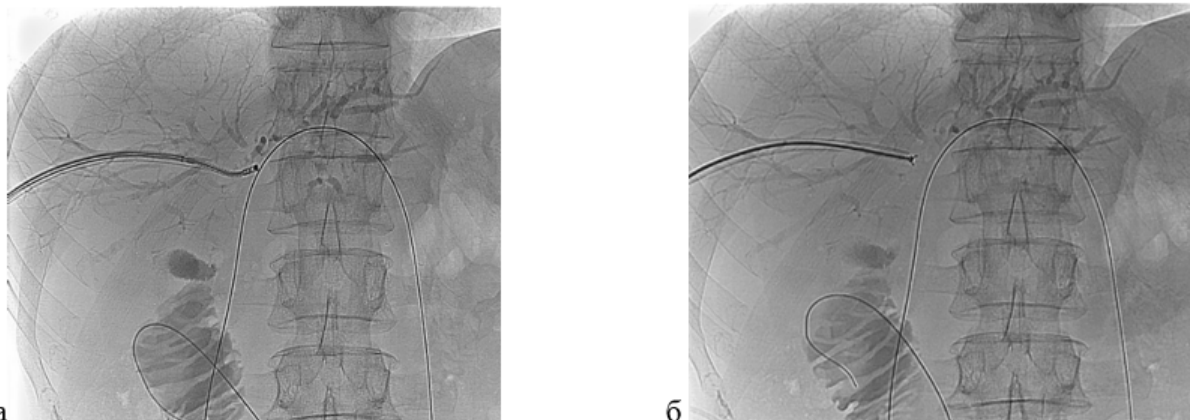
Видеоассистированная внутрипротоковая щипковая биопсия под рентгеноскопическим контролем. а — рентгенограмма: ультратонкий эндоскоп установлен в месте выявленной опухоли на уровне конfluence общего печеночного протока; б — рентгенограмма: прицельная щипковая внутрипротоковая биопсия опухоли общего печеночного протока с использованием биопсийных щипцов
